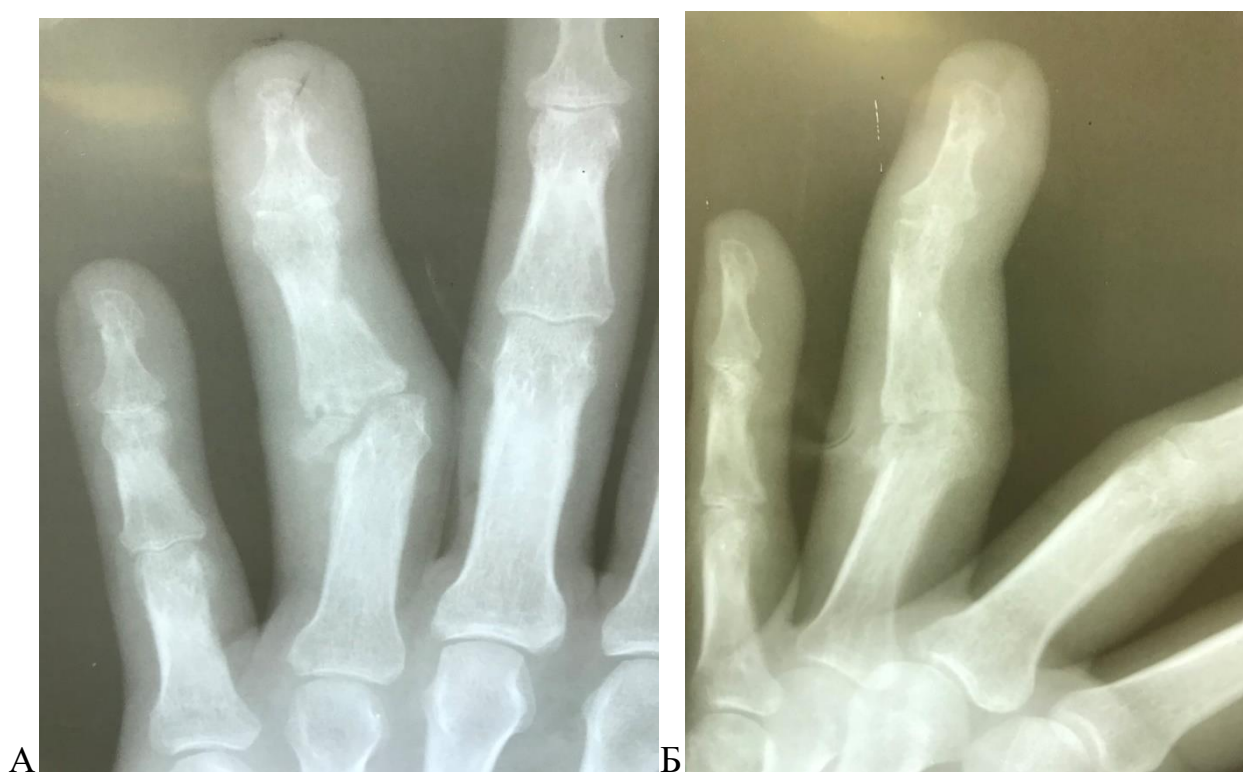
Рентгенологическое исследование правой кисти в прямой (А) и боковой (Б) проекциях до эндопротезирования. Пациентка Б., 47 лет, (контрольная группа). Диагноз: остеоартроз 3 ст. по Н.С. Косинской IV ПМФС правой кисти посттравматический; контрактура IV ПМФС; хронический болевой синдром. Выявлены: деформация, нарушение конгруэнтности, неравномерное сужение суставной щели IV ПМФС; признаки неконсолидированного внутрисуставного перелома дистального конца основной фаланги.
